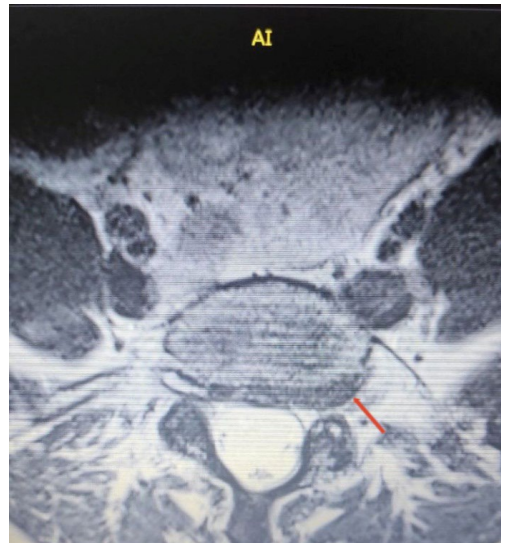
МРТ поясничного отдела позвоночника пациента Н., 41 год, начальная стадия грыжи
